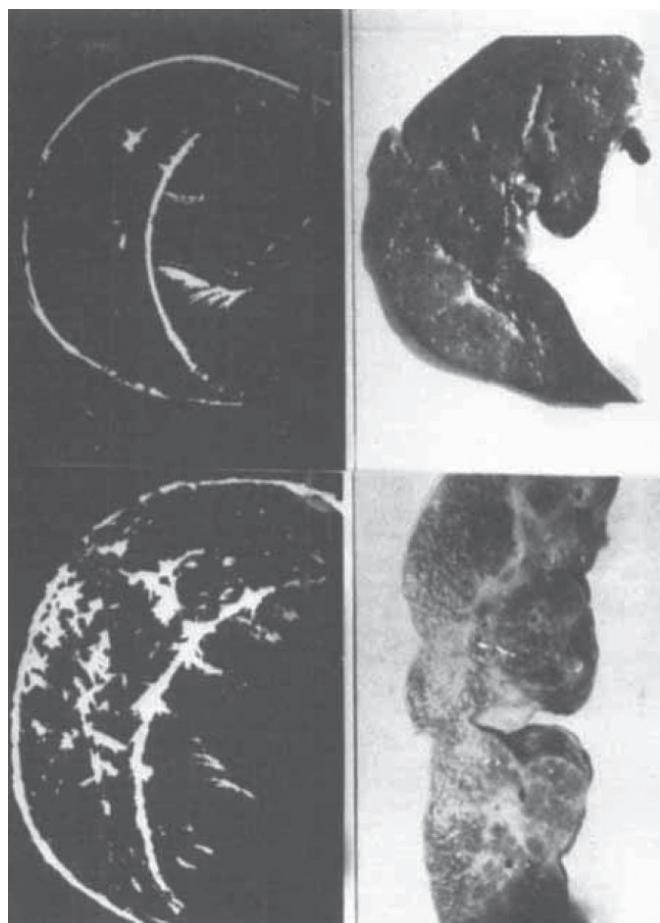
2つのヒト肝臓標本。上：正常肝、下：硬変肝。それぞれエコー像と対比 (Grossman CC, et al (eds). Diagnostic Ultrasound. New York, Plenum Press, 1967, p.253より許可を得て転載)。
